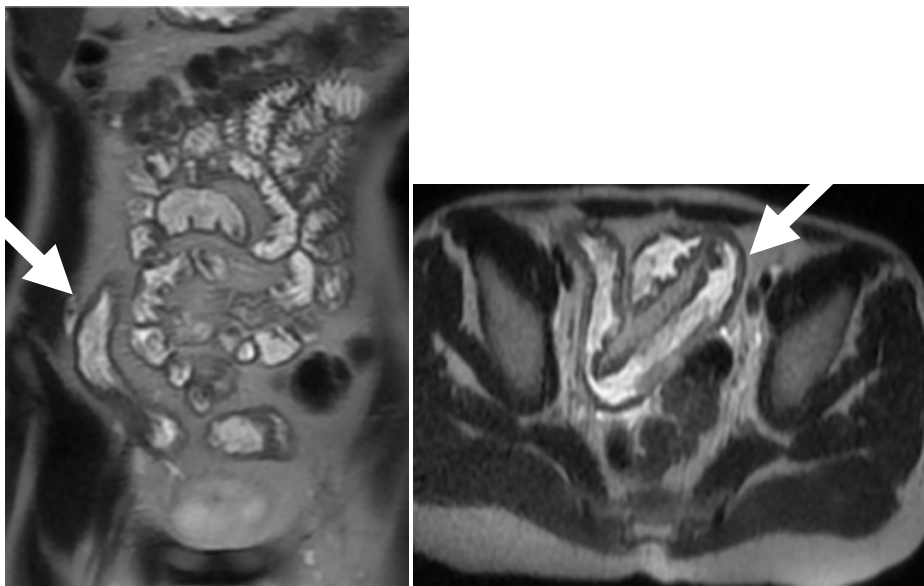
Entéro-IRM en coupe coronale T2 et coupe axiale en T2 objectivant un épaissement inflammatoire de la dernière anse iléale (Réalisée au service de radiologie de l'hôpital mère-enfant du CHU Hassan II de Fès)
